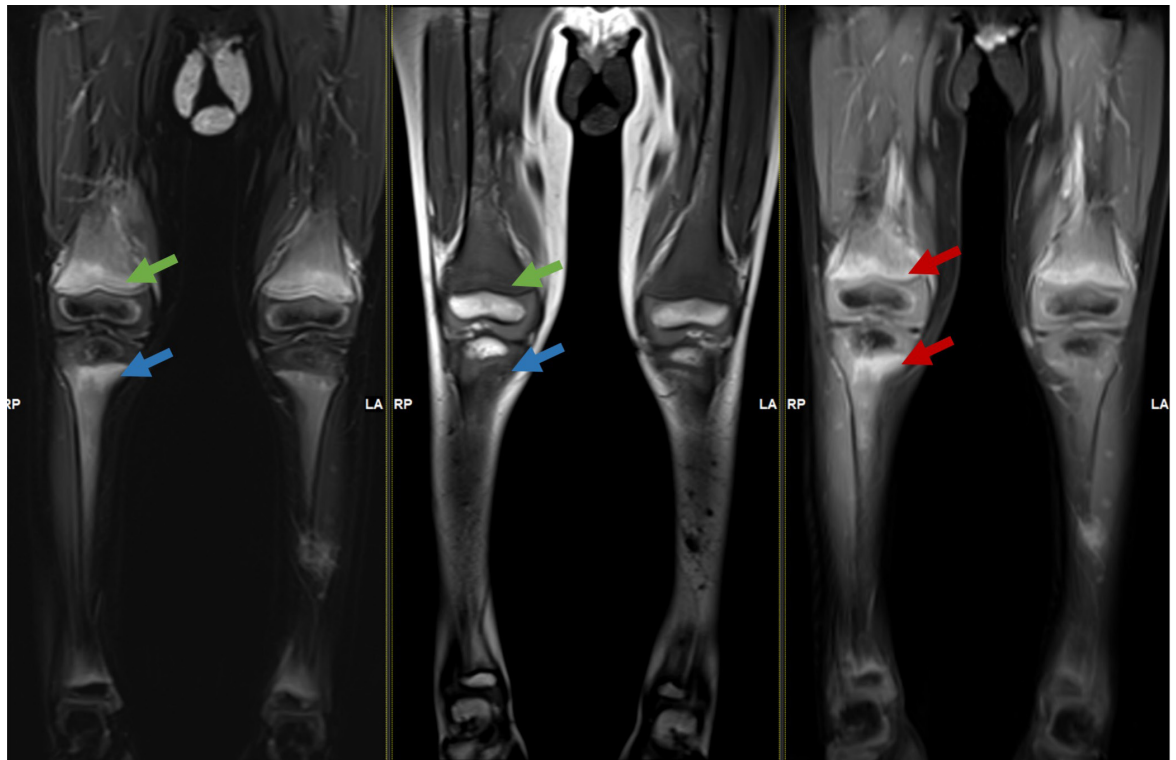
Magnetresonanztomografie (MRI); koronare TIRM (links) und T1 (mittig) beider Knie mit ödemtypischem Signal der distalen Femora (grüner Pfeil) und proximalen Tibiae (blauer Pfeil) und mit entsprechendem Kontrastmittel-Enhancement (rechts; rote Pfeile).
